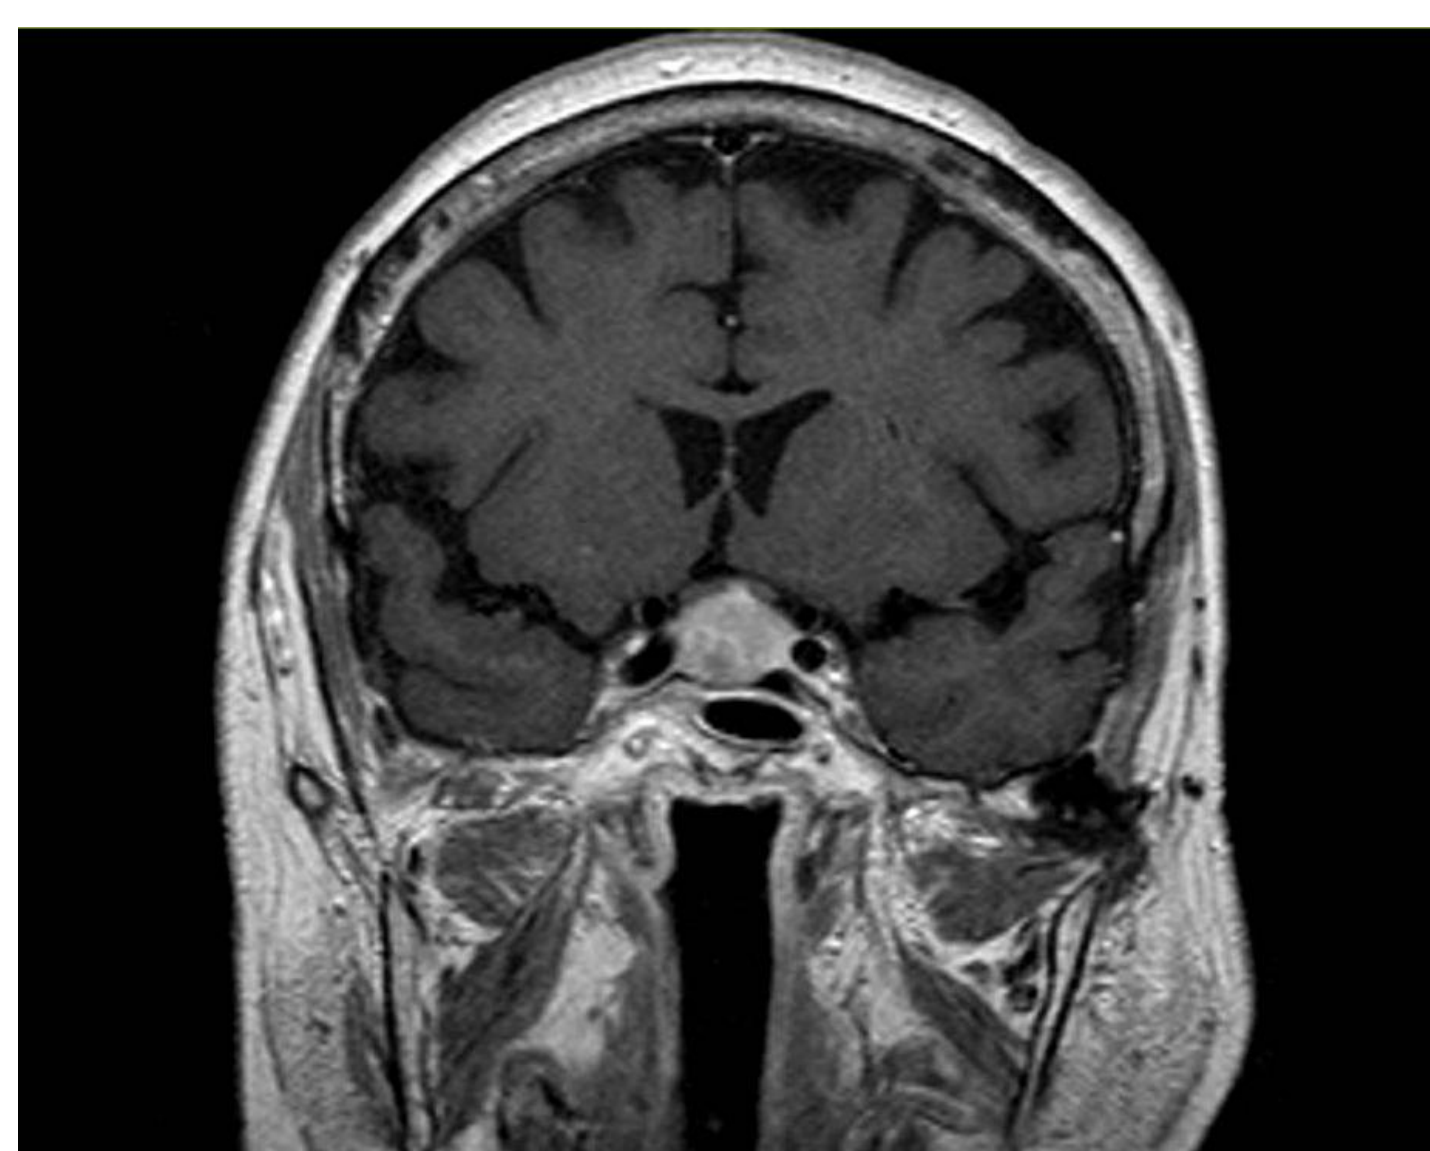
RMN sella turcica con mezzo di contrasto al momento della diagnosi (27/02/2014). Immagine T1w coronale.
